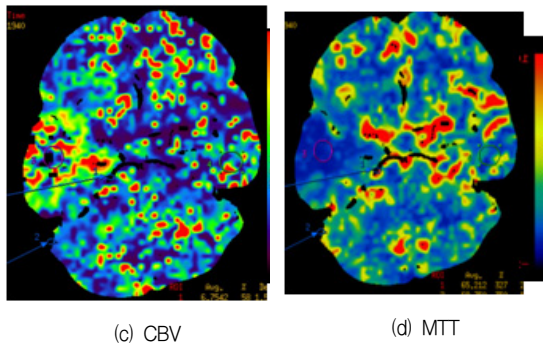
These pictures showed CT perfusion maps (a) source image with ROI at artery and vein, (b) cerebral blood flow, (c) cerebral blood volume, (d) mean transit time
